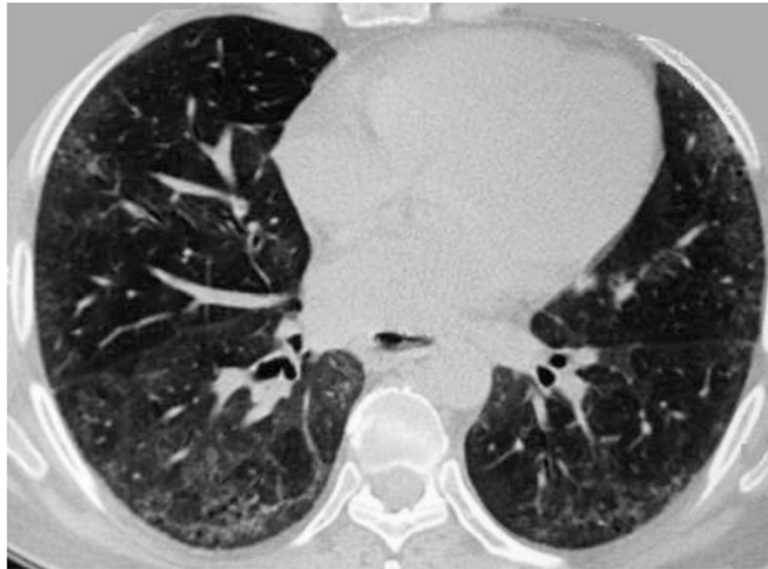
HRCT polmonare. Aree di iperdensità polmonare con aspetto “a vetro smerigliato”, distribuite prevalentemente in sede lobare inferiore.
